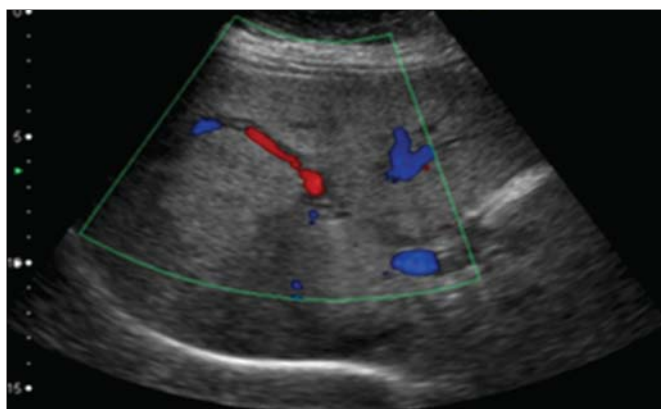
Angiomiolipoma. O exame de US demonstra massa hepática hiperecogênica, com contornos lobulados e fluxo central ao estudo com Doppler, localizada no segmento VII/VIII.
